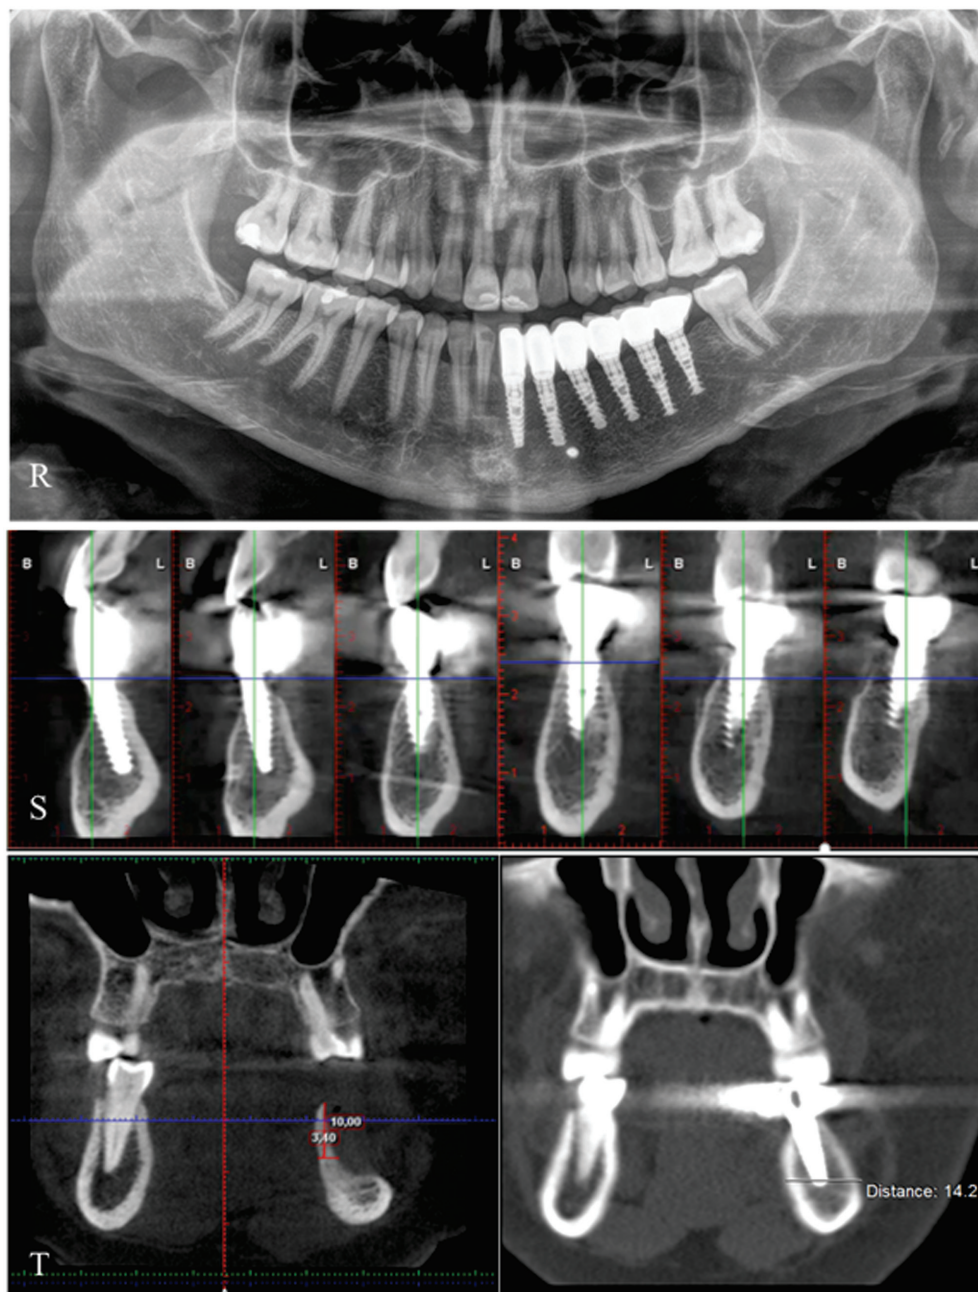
(continuare): R) OPG la 3 ani de funcționare a construcției protetice; S) Serii sagitale de secțiuni CBCT, la 3 ani de funcție după reabilitarea protetică; T) Secțiune coronală CBCT – comparare a lățimii crestei alveolare înainte de reconstrucție cu lățimea obținută după reconstrucție și funcție, la 3 ani.
